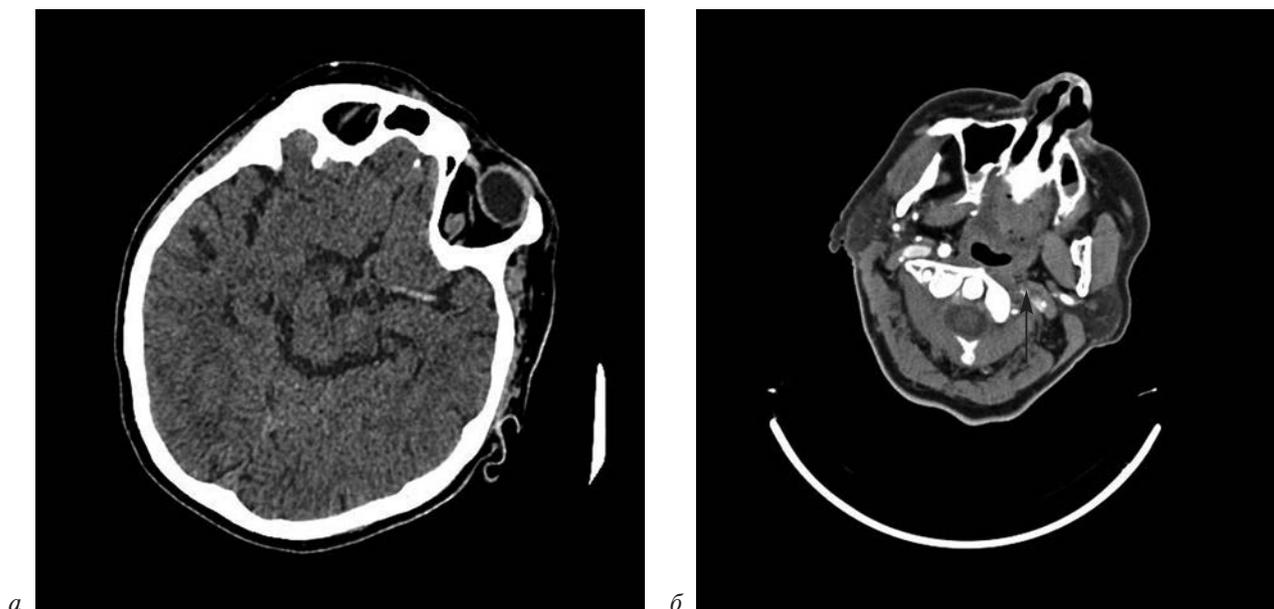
Результаты компьютерной томографии головного мозга:
